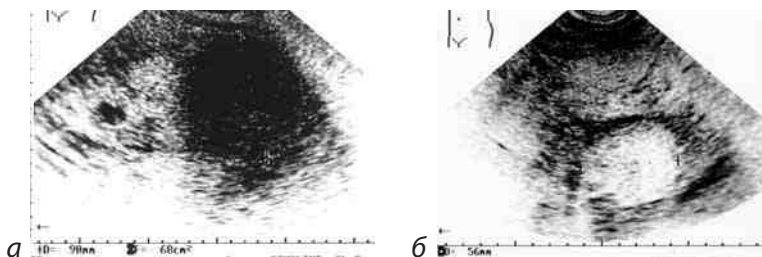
УЗИ. Миелолипома левого надпочечника с гиперэхогенной однородной (а) и гетерогенной неоднородной (б) внутренней структурой
